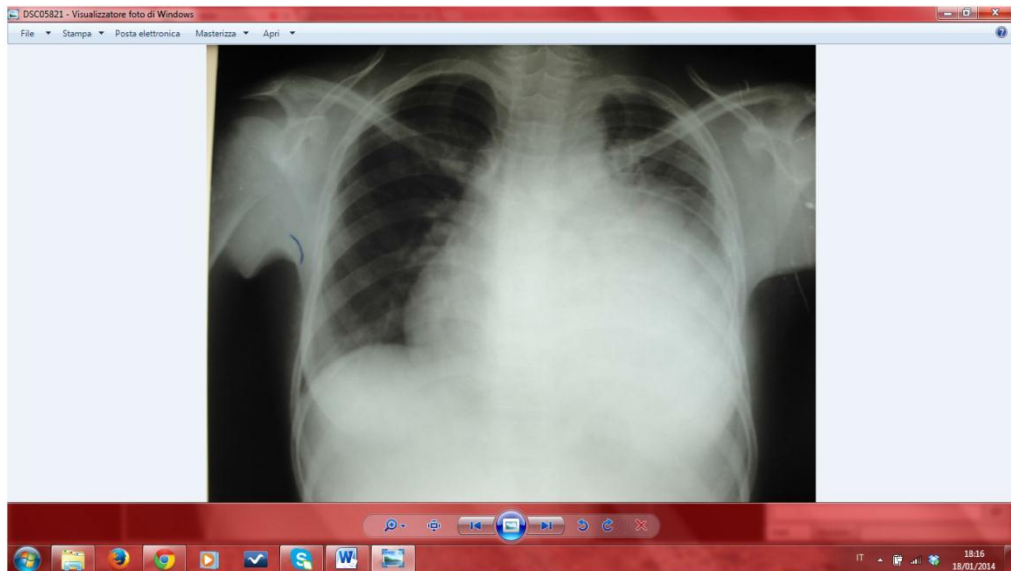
Visualizzazione dell'immagine radiografica salvata in locale.
